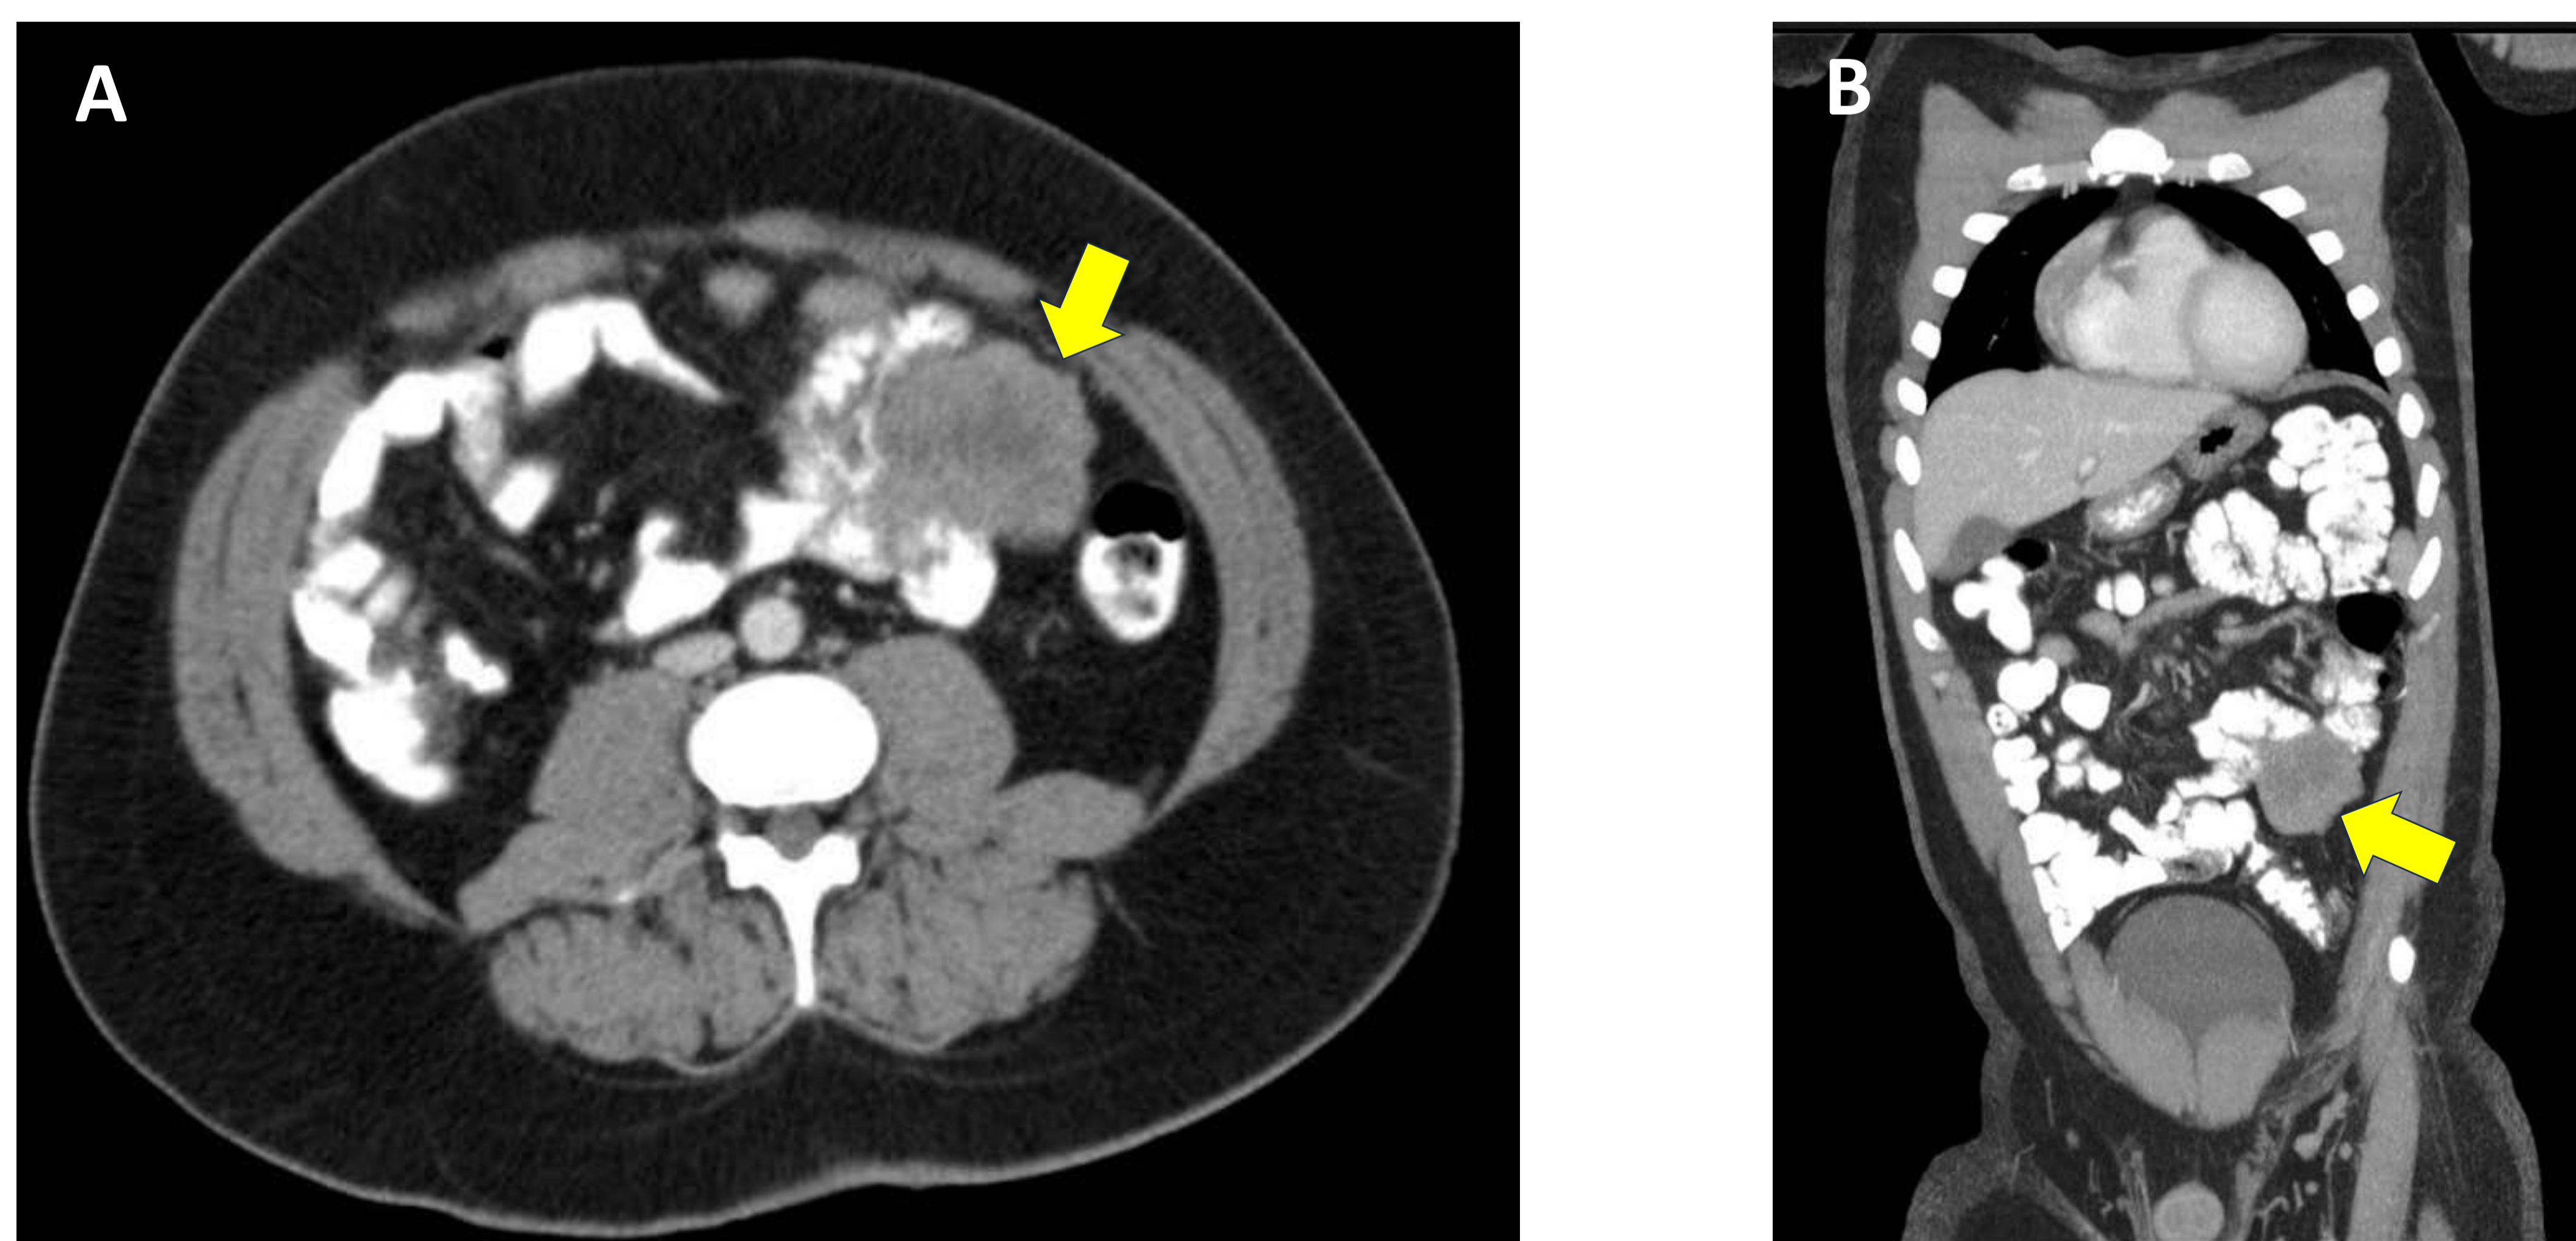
TC abdominopélvico, corte axial (A) con reconstrucción coronal (B). En flanco izquierdo, se observa una masa sólido – quística (*flechas*), heterogénea, de bordes irregulares, con dependencia de un asa de intestino delgado, con diagnóstico anatomopatológico de GIST.
